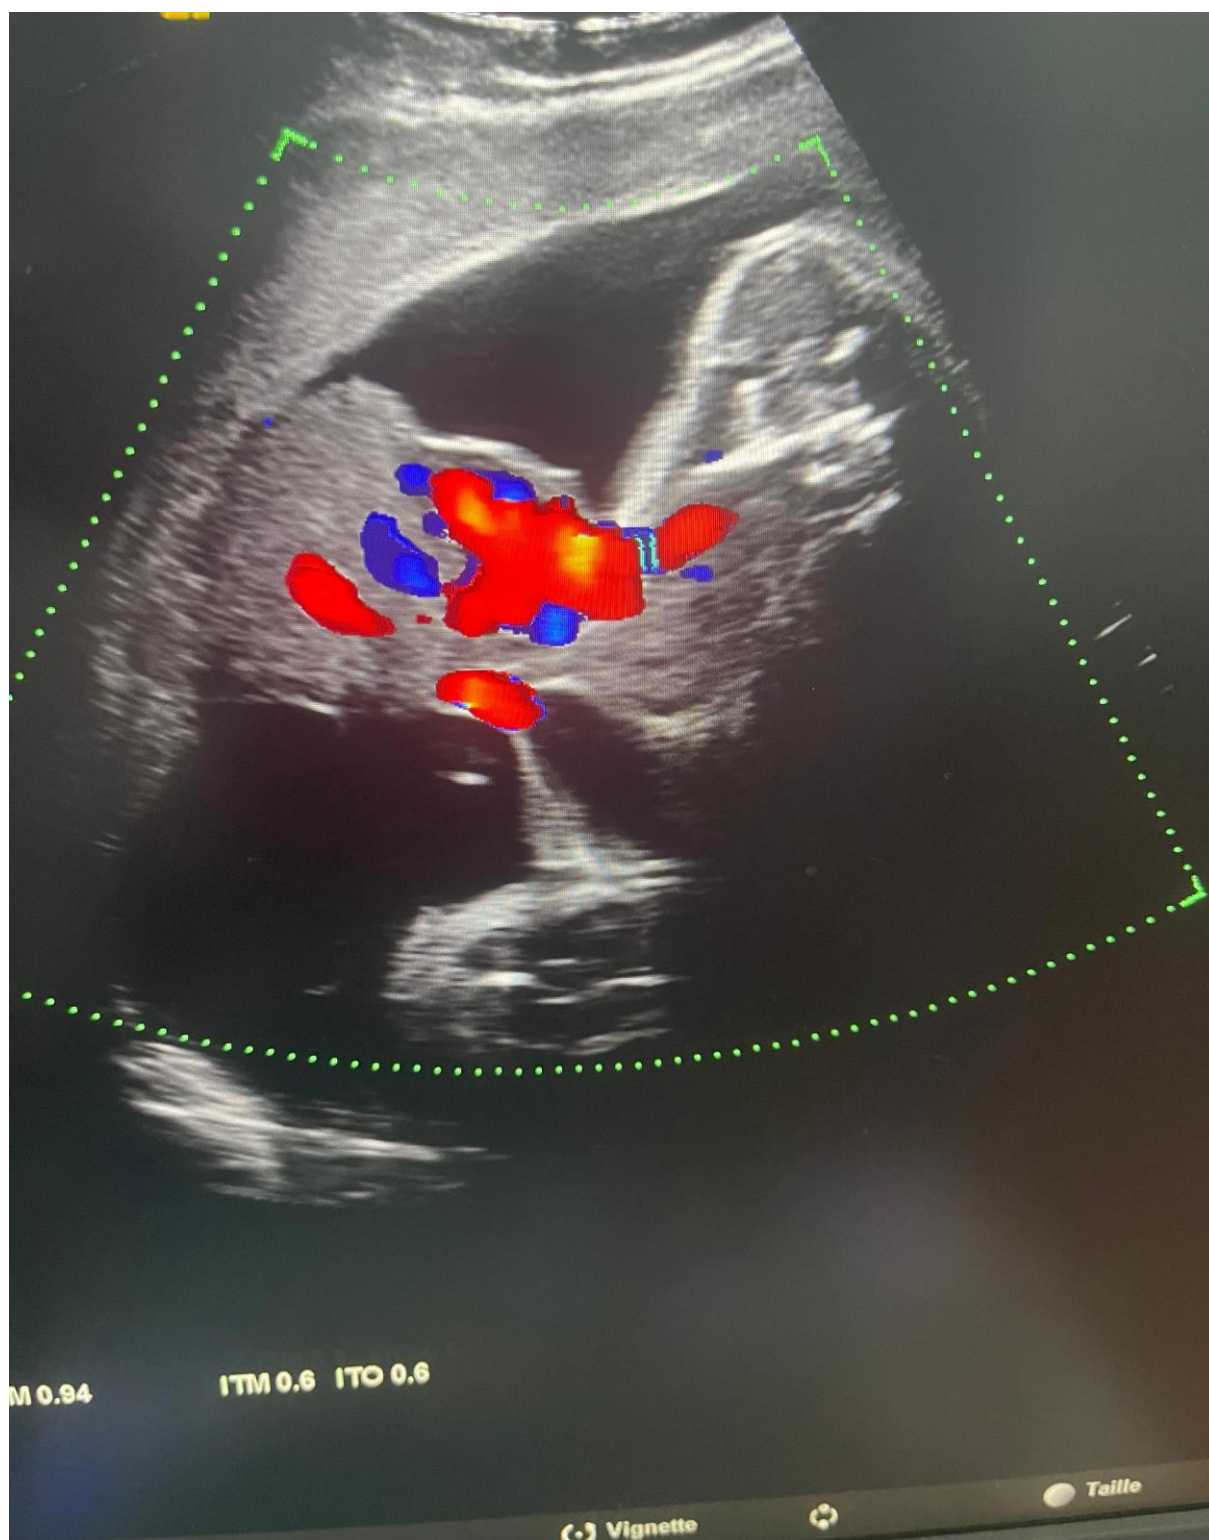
Echographie doppler obstétricale du cœur et ses vaisseaux artériels et veineux
